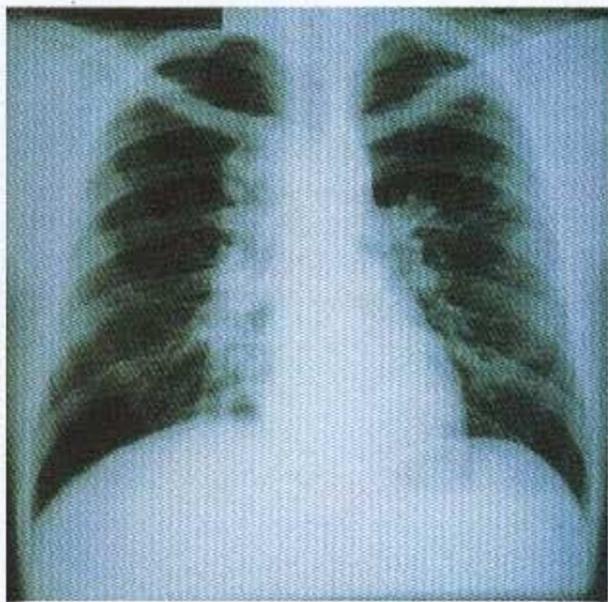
Radiografia de tórax à entrada: são patentes adenomegalias hilares à direita e infiltrado difuso do lobo superior esquerdo
